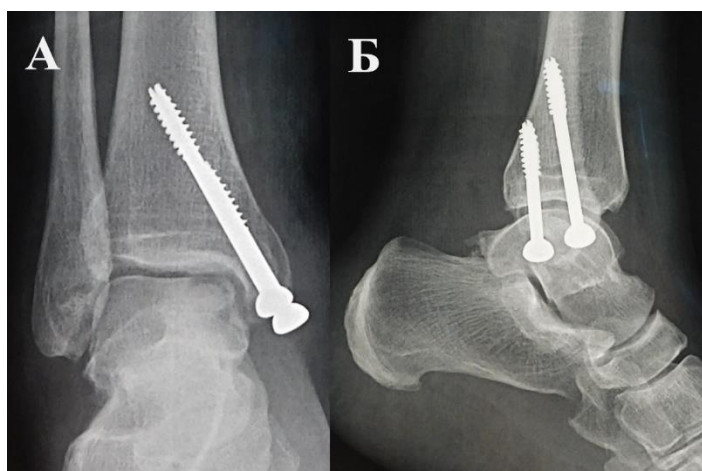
Пациентка Р., 38 лет. Рентгенограммы правого голеностопного сустава пациентки на следующий день после операции: А – прямая проекция, Б – боковая проекция.
